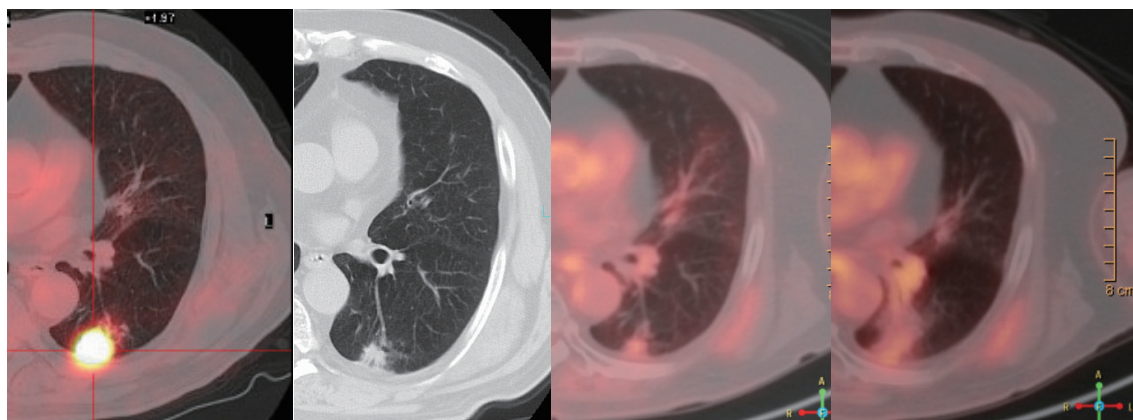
臨床画像（左から治療前 PET/CT、治療 2 ヶ月後 CT、3 ヶ月後 PET/CT、5 年後 PET/CT）
